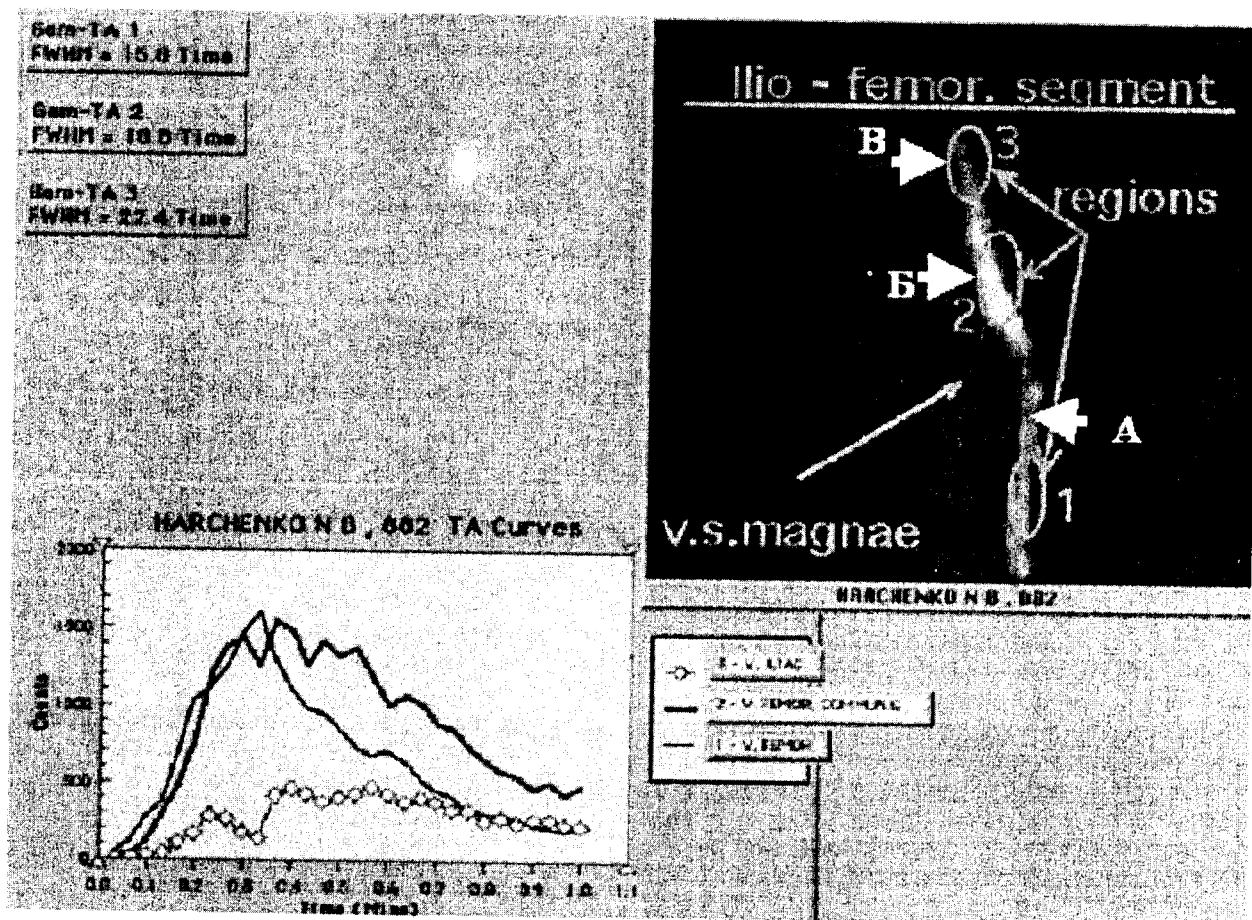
Флебосцинтиграммы бедренных сегментов. Варианты локализации несостоятельных перфорантных вен на бедре (указаны стрелками). А – большая подкожная вена в области устья не контрастируется. Имеется рефлюкс РФП по перфоранту Гунтера, через который заполняются варикозная большая подкожная вена, образующая конгломерат в области коленного сустава (1). Б – несостоятельный перфорант Додда. Подкожные вены контрастируются до нижней трети бедра. Сафено-фemorальное соустье состоятельно. Контрастируется приток большой подкожной вены (2), который заполнился индикатором антеградно
